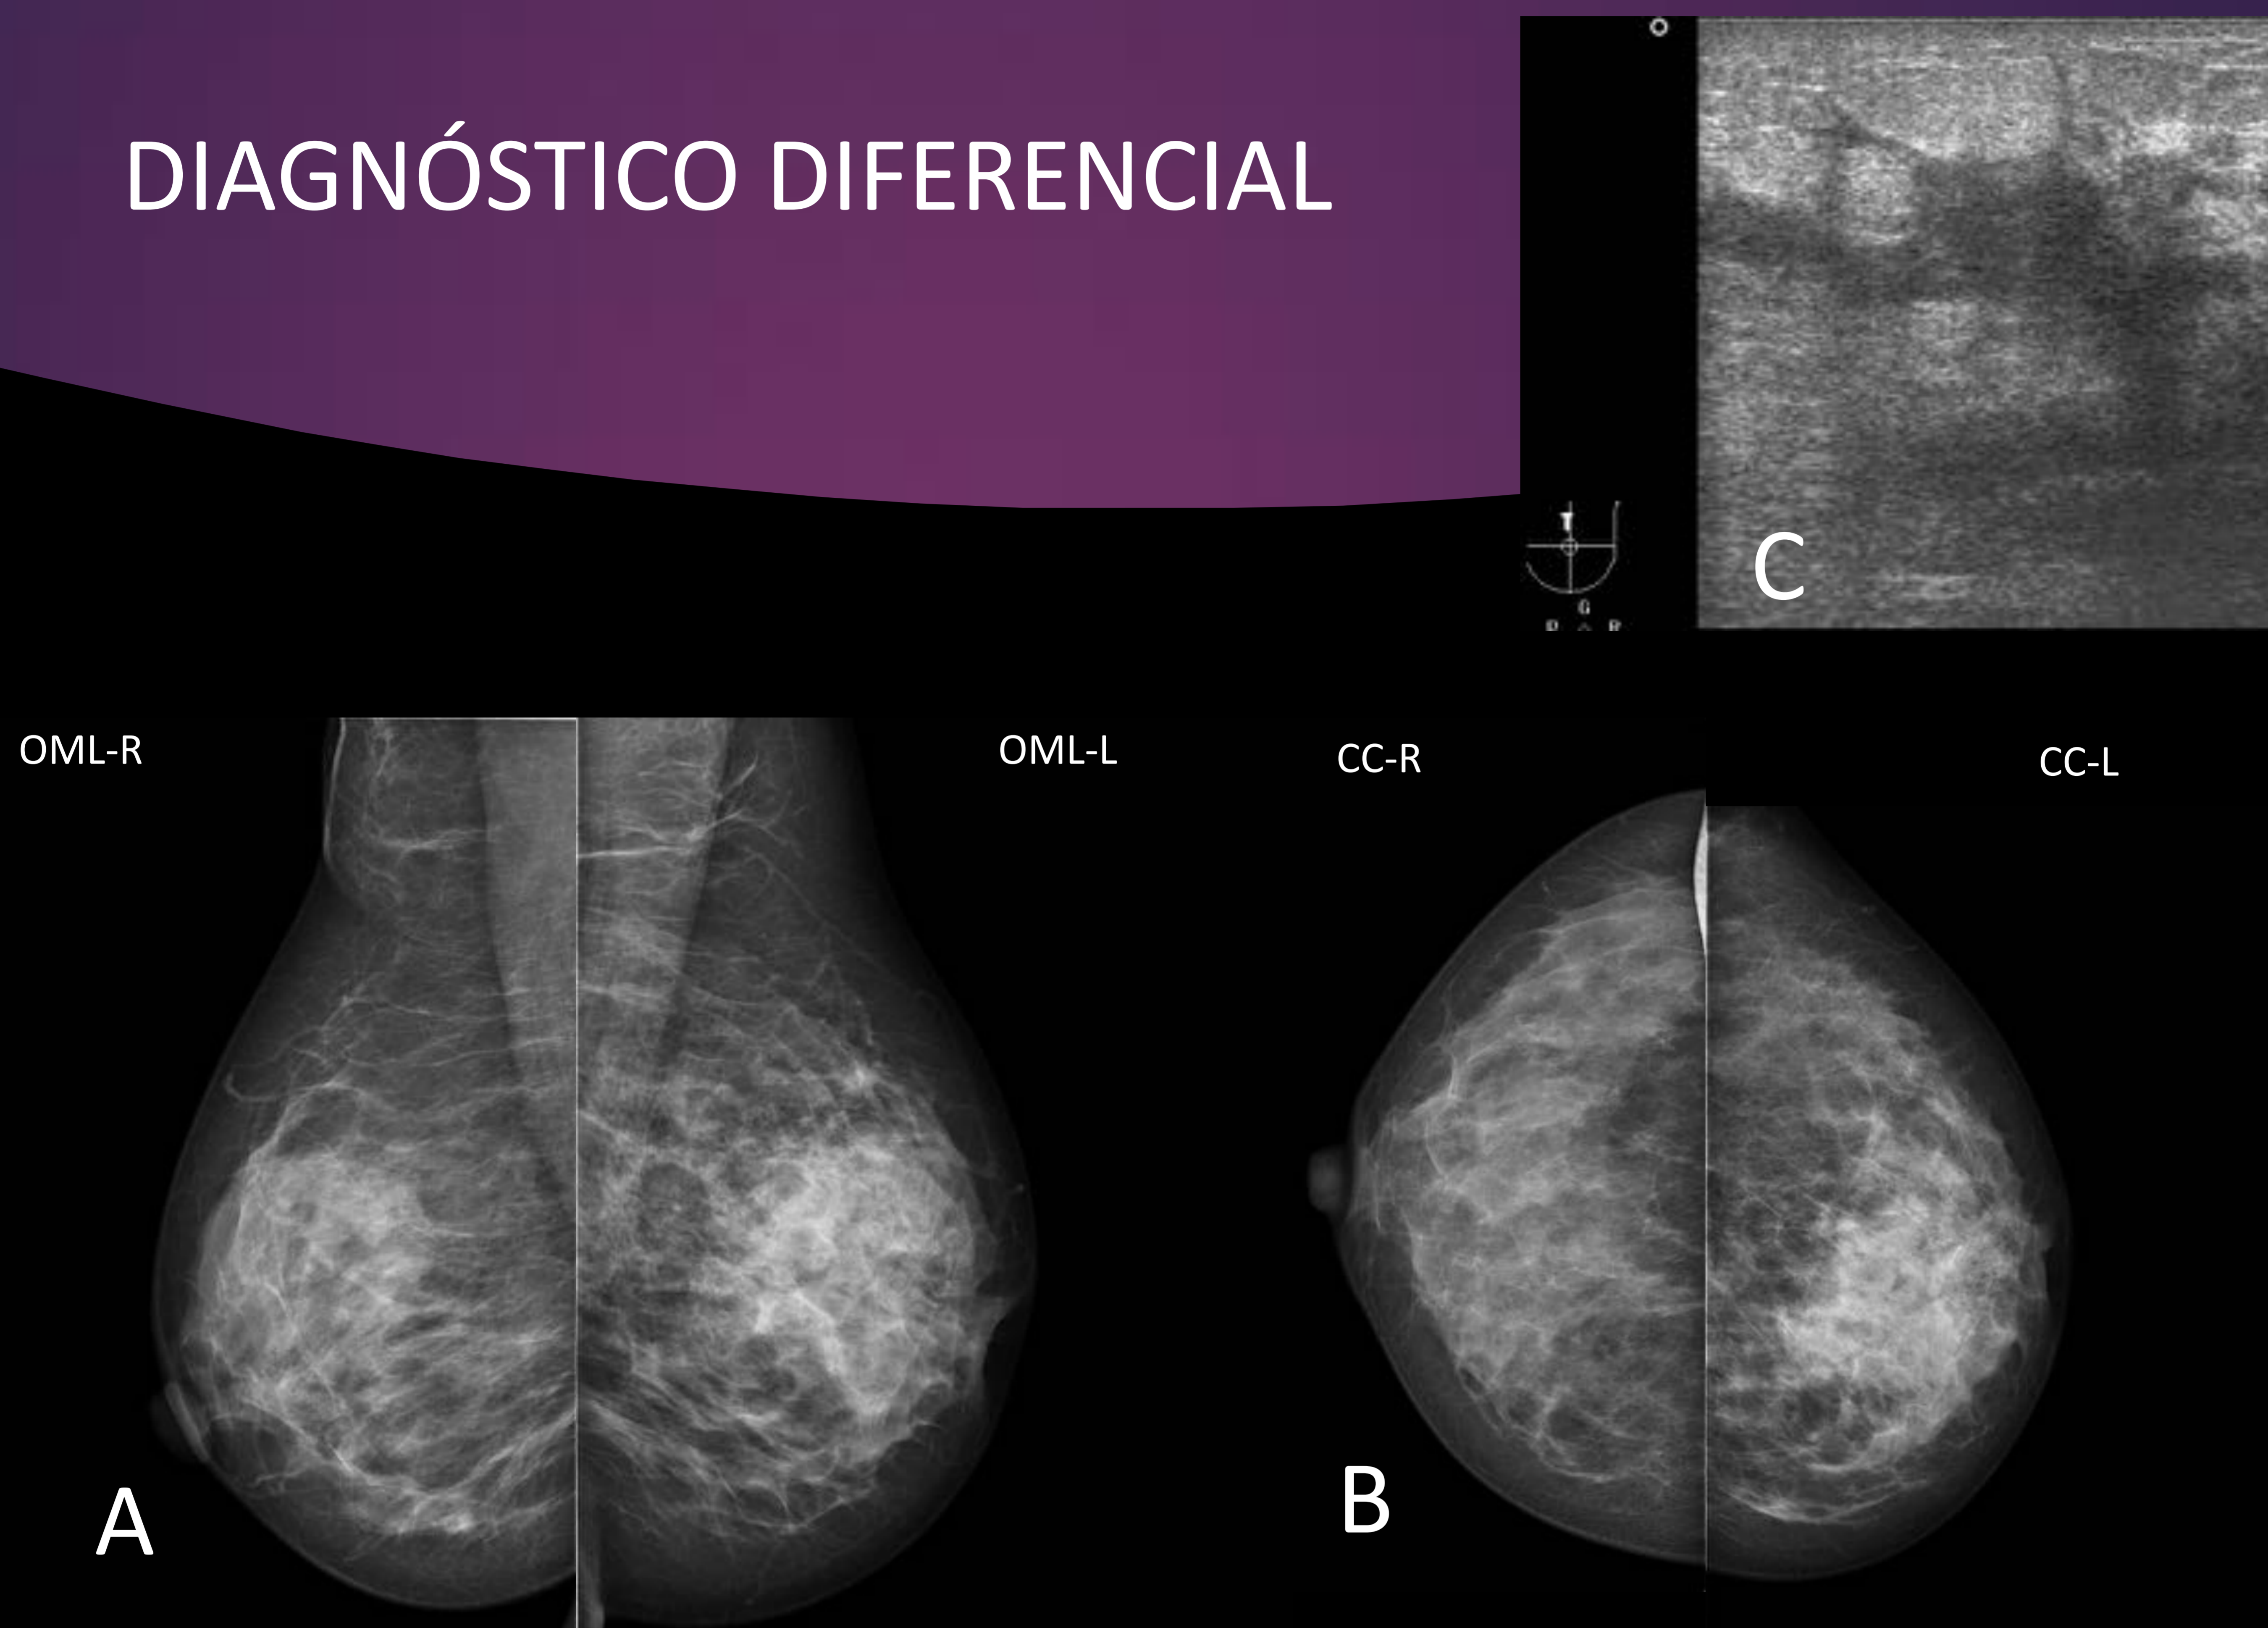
proyecciones Mx OML (A) y CC(B) y ecografía (C) en mujer 36 años con clínica de mastitis izquierda de instauración rápida donde se observa una asimetría glandular en CSI de MI que asocia masa palpable y retracción del pezón con mala respuesta a tratamiento ATB, lo que nos podría hacer pensar en Ca inflamatorio subyacente. Sin embargo NO se observa engrosamiento cutáneo significativo ni adenomegalias. No obstante y tras la ausencia de mejoría tras ATB se realizó Bx con resultado de inflamación crónica. La paciente evolucionó de manera tórpida con formación de abscesos (C) y varios drenajes quirúrgicos pero sin evidencia de malignidad.
